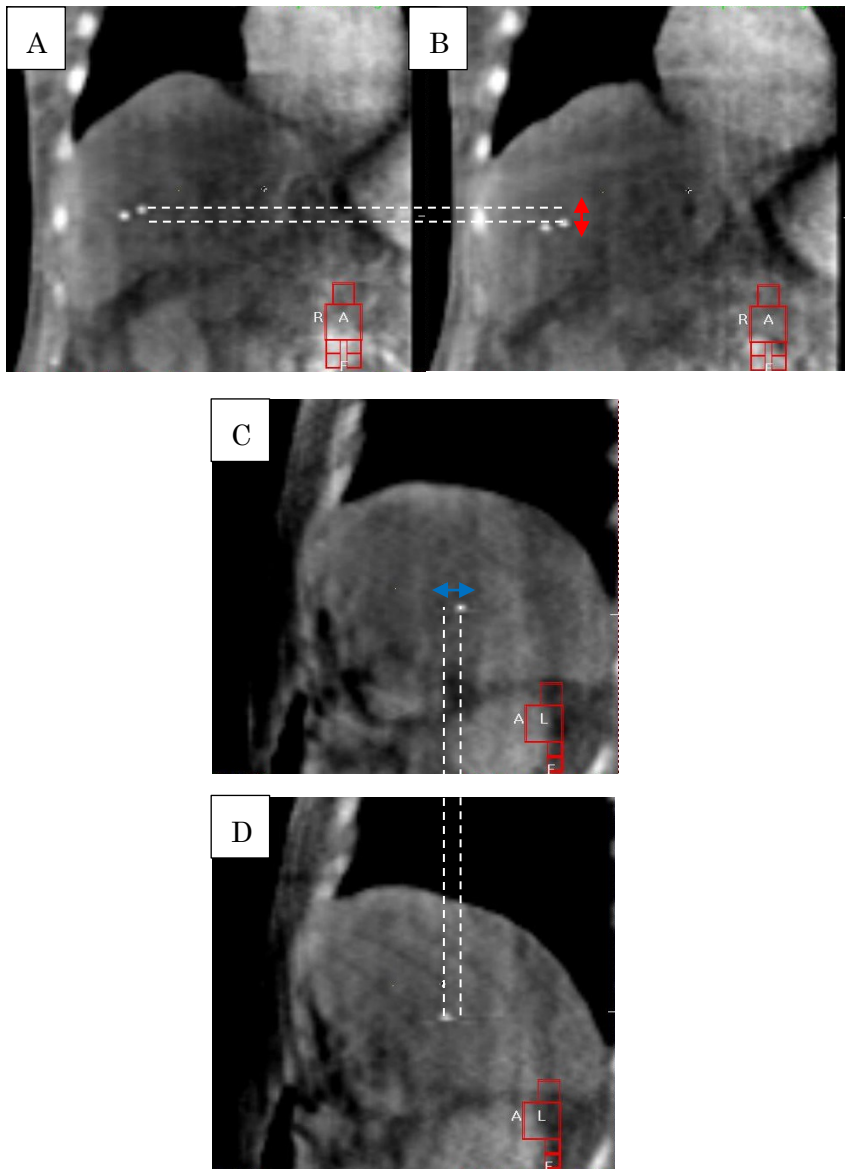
肝腫瘍の移動量測定における終末呼気相 (A, C) と終末吸気相 (B, D) の 4D-CBCT 画像を示す. 肝腫瘍の移動量は金マーカの移動量と仮定し, 金マーカの中心座標から移動量を測定した (赤矢印, SI 方向の移動量, 青矢印, AP 方向の移動量).
